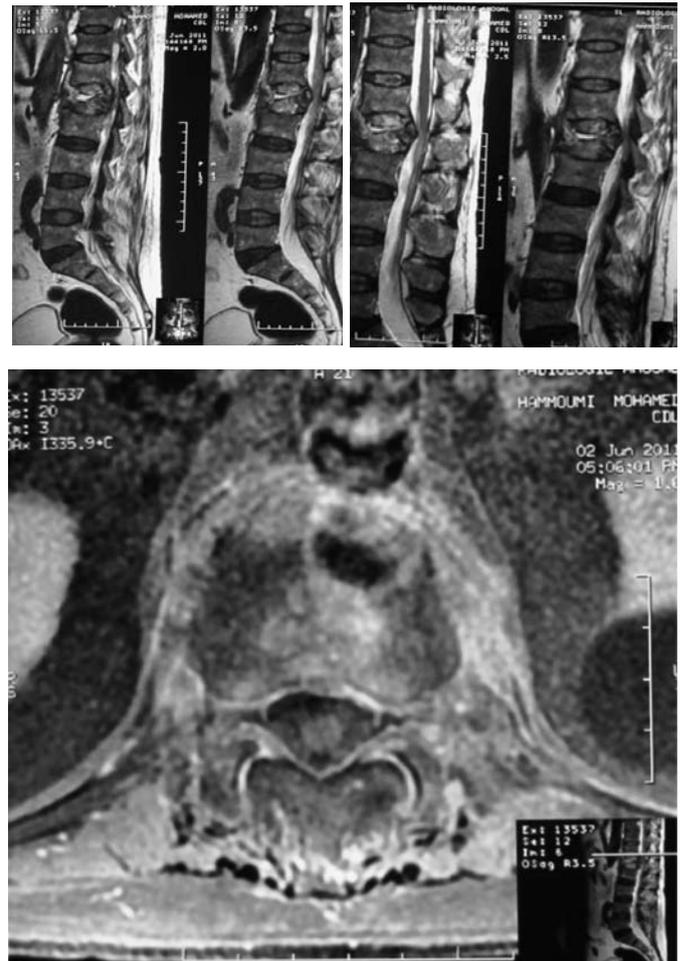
IRM lombaire en séquence pondérée T2 (coupes sagittale et axiale) objectivant en plus de la spondylodiscite de L1-L2 et D12-L1 une destruction complète du corps vertébral de L1.
